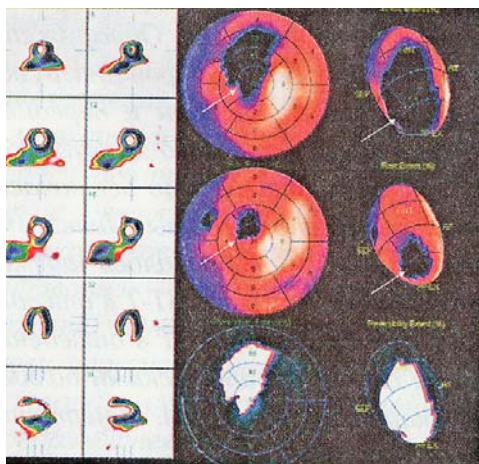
Данные сцинтиграфии миокарда. Нетрансмуральное очагово-рубцовое повреждение миокарда передне-верхушечной локализации, распространённой преходящей ишемии миокарда передне-перегородочной, передне-верхушечной локализации
